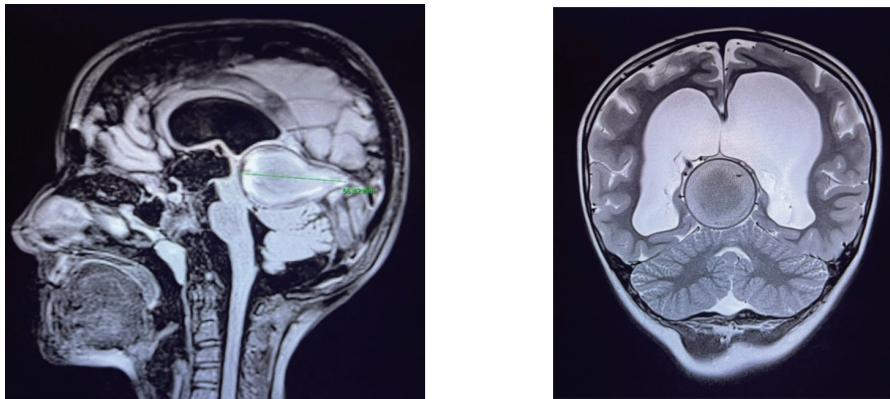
RM encefalo con apparecchiatura 3 Tesla prima e dopo la somministrazione di gadolinio ev 3 ml. Proiezioni rispettivamente in sagittale e coronale.
